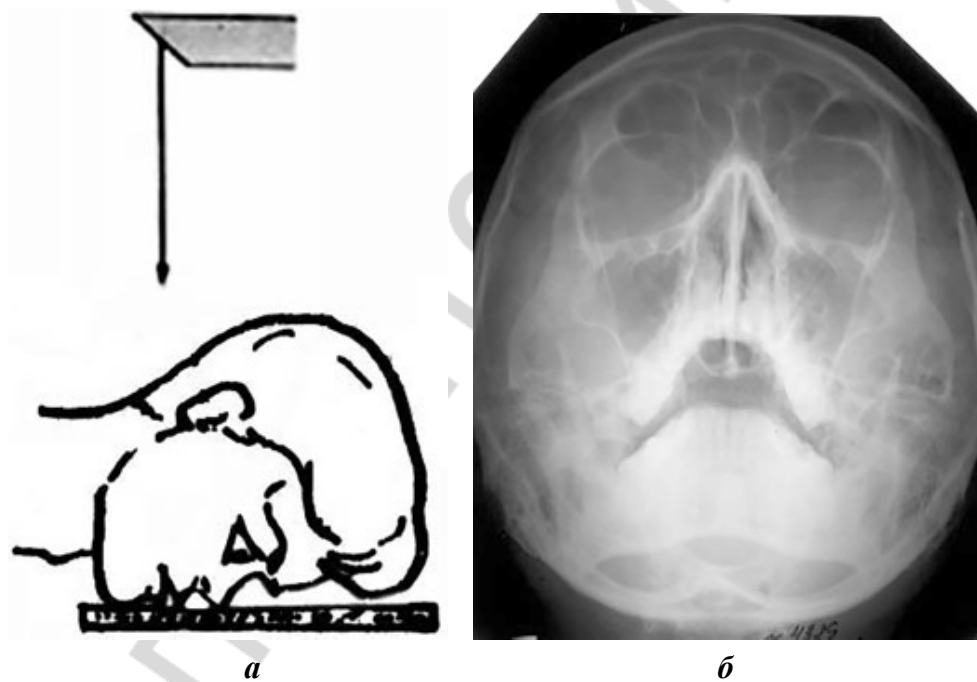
Рентгенография черепа в носоподбородочной укладке:
